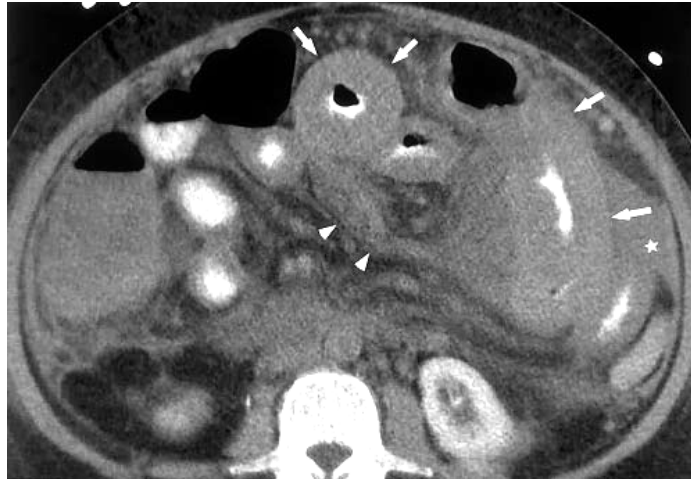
Kontrastlı BT kesitlerinde belirgin dilatasyon ve hava sıvı seviyelenmesi gösteren transmural barsak duvar nekrozuna sekonder duvar kalınlaşması göstermeyen ince barsak ansları (oklar) izlenmekte.
